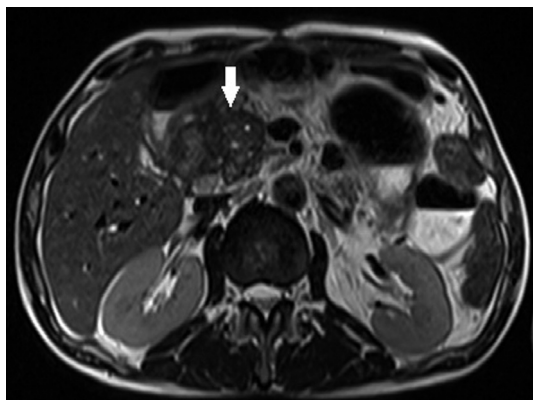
Б-й Н., 53 года. Хронический кальцифицирующий панкреатит. На МР-томограмме головка поджелудочной железы увеличена, неоднородной структуры (стрелка).
